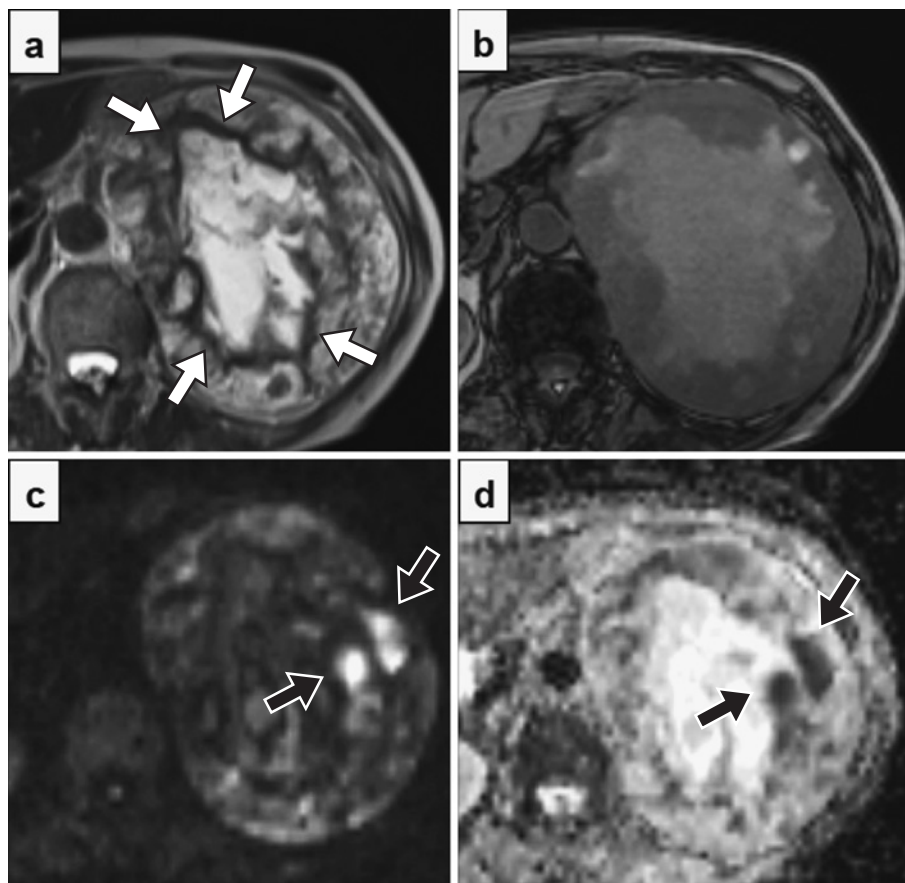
単純MRI：(a) T2強調像, (b) T1強調像 (opposed), (c) DWI, (d) ADC map
